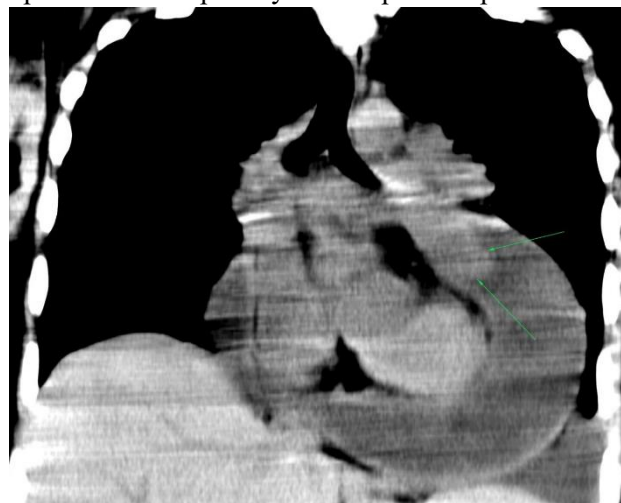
КТ органів грудної клітки. Гострий період вірусної інфекції; геморагічний перикардит, частково згорнутий
